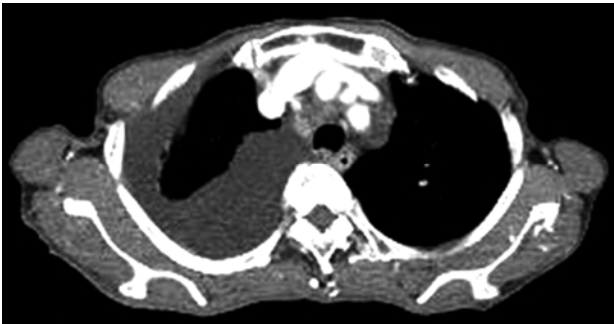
A chest computed tomography scan axial view showed no mediastinal mass, mediastinal lymphatic metastasis, and mediastinal fibrosis.
